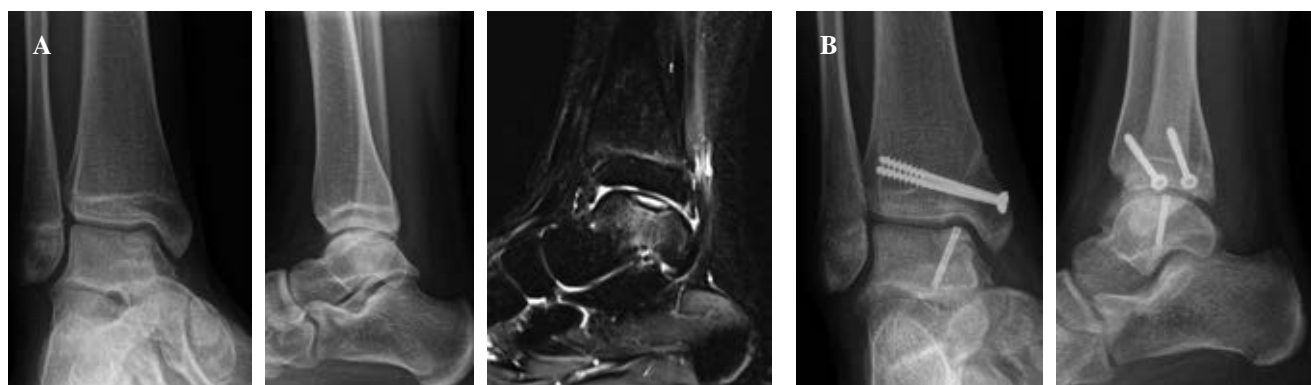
A) Anteroposterior and lateral weight-bearing radiographs, and magnetic resonance imaging (MRI) showing a posteromedial unstable OLT in a 15-year-old skeletally mature girl. B) Lift-drill-fill-fix (LDFD) technique was performed with bone graft harvested from tibial osteotomy.
